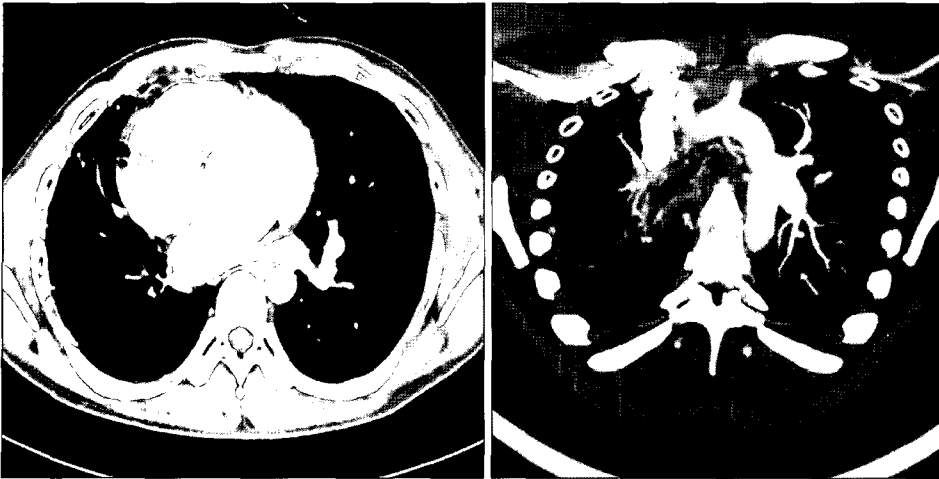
In chest CT right pulmonary artery was invisible, unlike left pulmonary artery.
